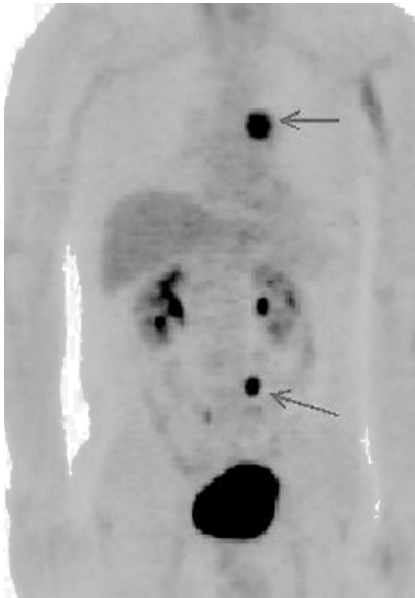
Tomografía por emisión de positrones realizada al paciente 1. Corte coronal, donde se observa un foco de hipermetabolismo de la fluorodesoxiglucosa en el pulmón izquierdo y otro en localización centroabdominal izquierda.
